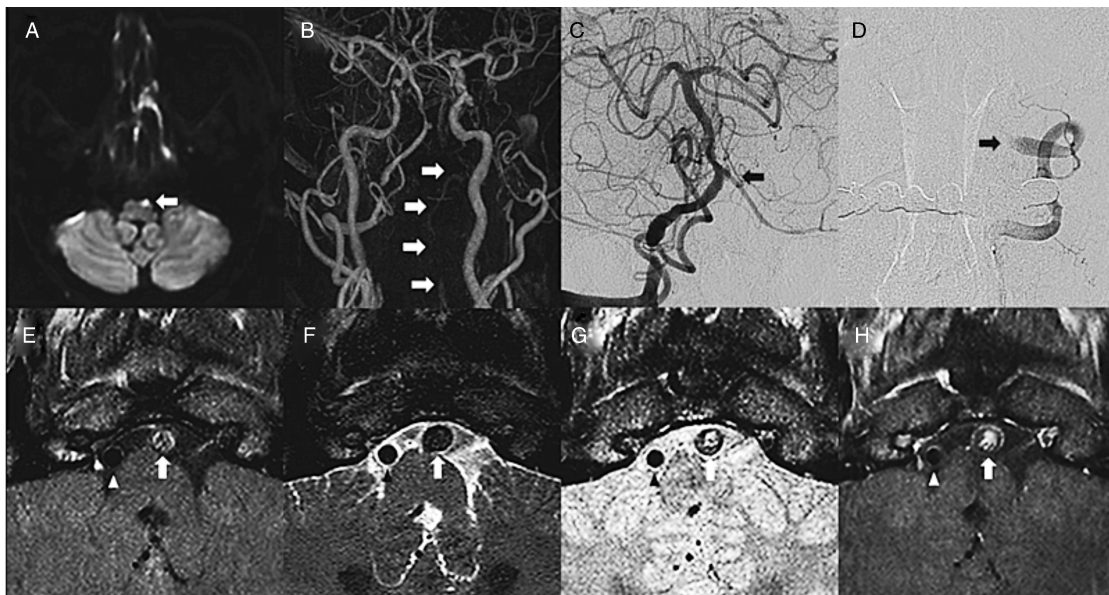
1 号患者的影像特征 A 为 DWI 显示高强度信号的左椎外侧髓质损伤;B 为 MRA 显示左椎动脉弥漫性狭窄,箭头所指为左椎动脉发育不全;C 为 DSA 显示右椎动脉正常;D 为 DSA 显示左椎 V4 段远端动脉闭塞;E 为 T1 HR-MRI 显示大脂质核心(箭头)的异信号或轻度高信号病变;F 为 T2 HR-MRI 显示均匀的低信号病变;G 为涡旋自旋回波质子密度加权成像显示右下壁增厚;H 为 T1 动态对比增强 HR-MRI 显示具有异质性的斑块构成。
